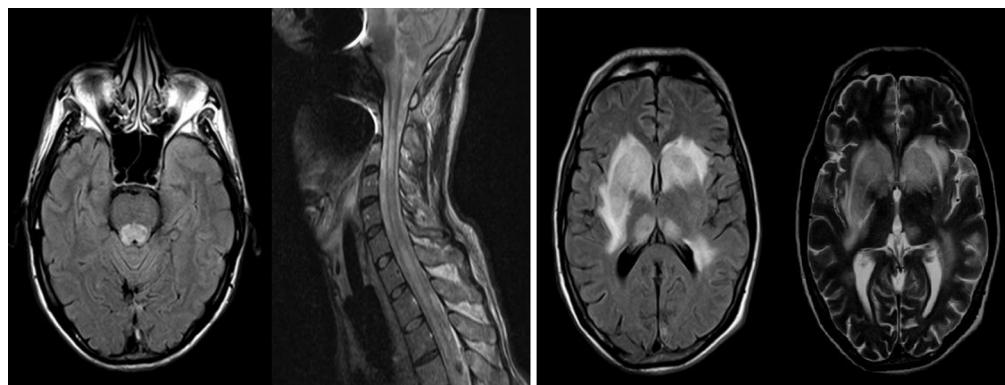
Caso 1: RMN encefálica y cervical: lesión en tronco encefálico, mielopatía cervical longitudinalmente extensa, lesiones gangliobasales, talámicas y temporales bilaterales.
